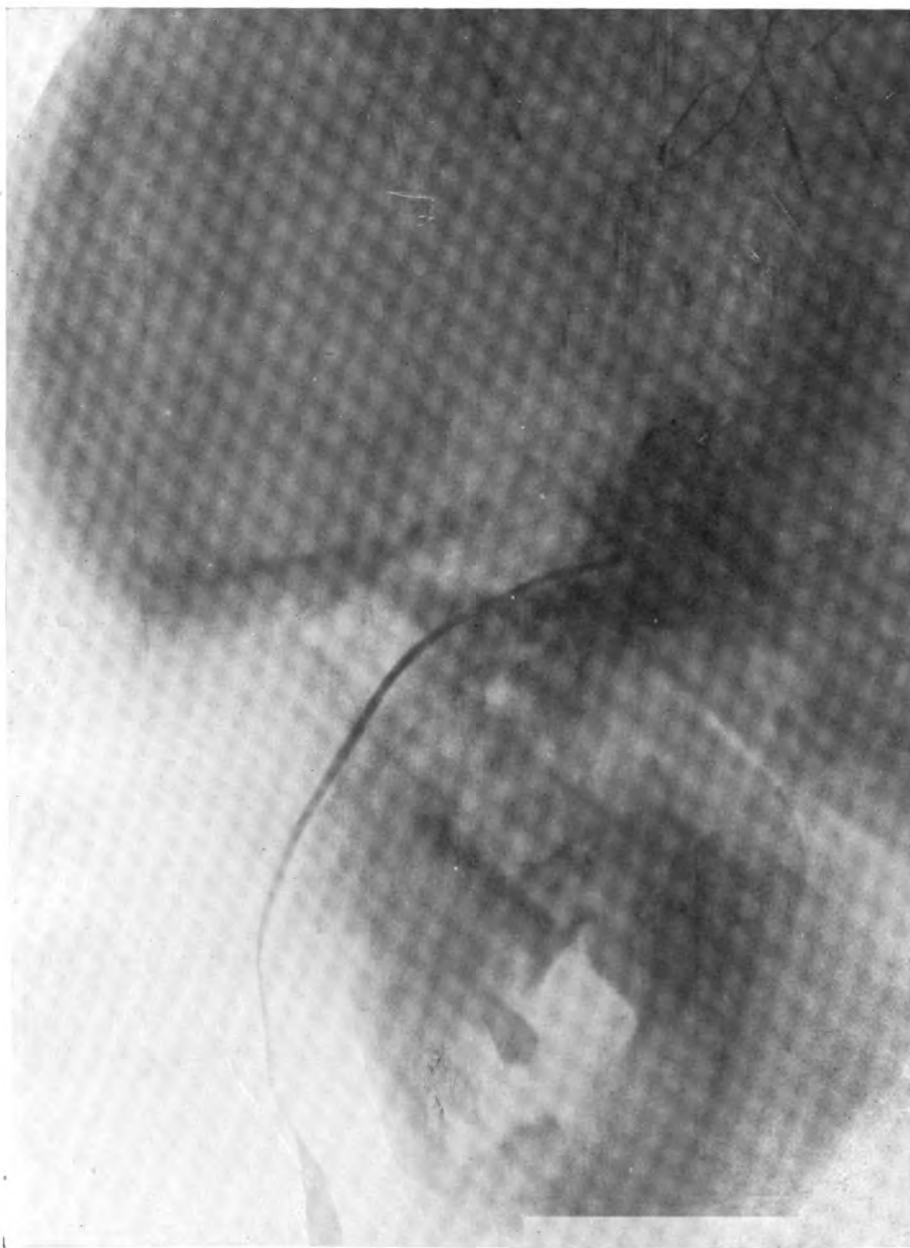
Sonde in linker Keilbeinhöhle, Gummipfropfen in linker Kieferhöhle. Stirnhöhle und Siebbeinzellen beiderseits operiert. (Radiograph von Mr. A. D. Reid.)
